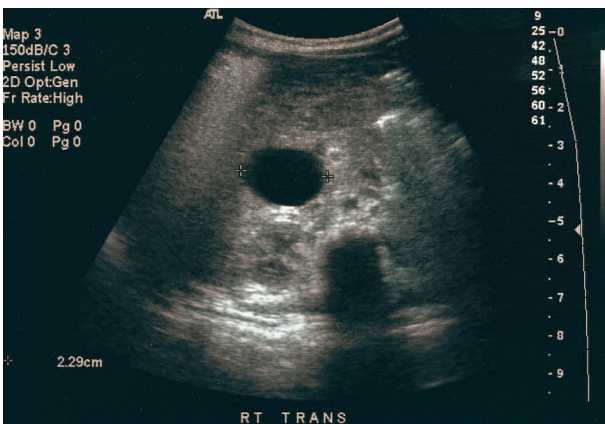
Abdominal ultrasonography after birth, revealing a large round cystic mass at subhepatic area in case 5.
